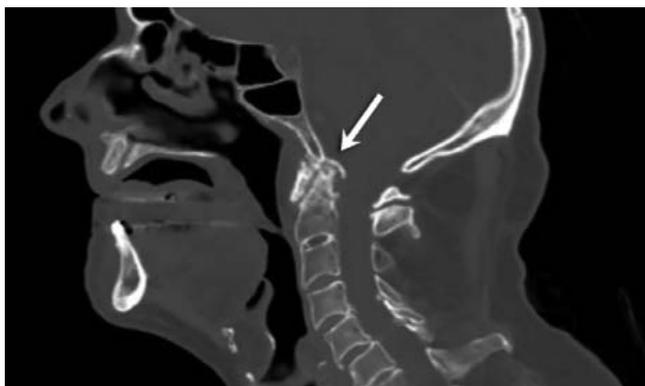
КТ шейного отдела позвоночника. Синдром коронованного зуба. Стрелка указывает на зону кальцификации крестовидной связки вокруг зубовидного отростка тела C_{II} позвонка
